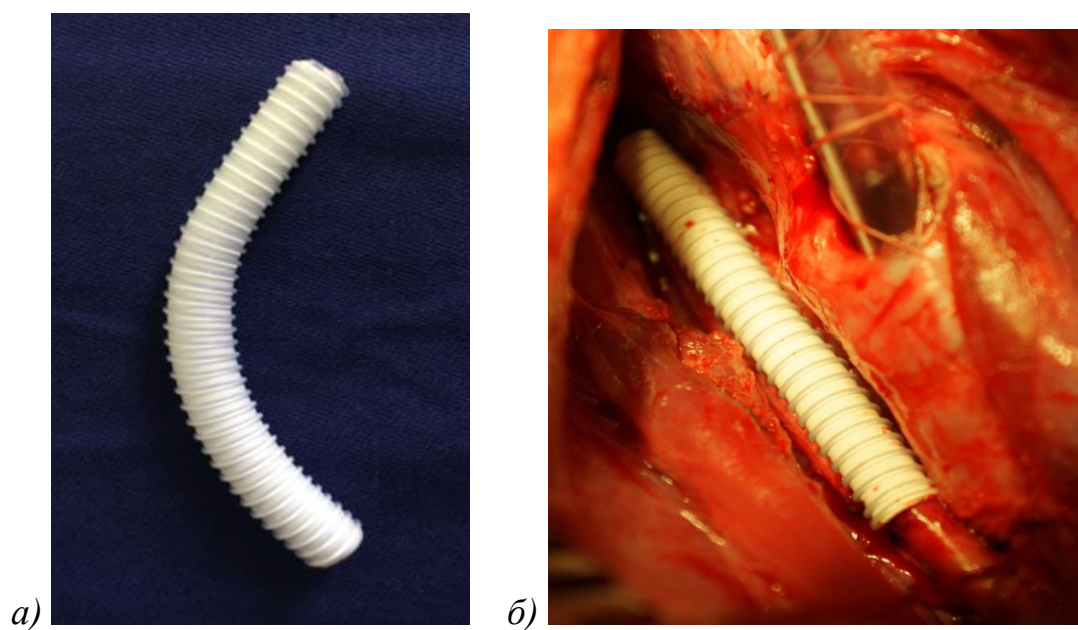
Экстравазальное окутывание сонной артерии с помощью линейного протеза из PTFE с армированием по всей длине: вид протеза (а), интраоперационное фото (б) и рентгенконтрастная ангиография в передне-задней проекции до (в) и непосредственно после имплантации (г):
